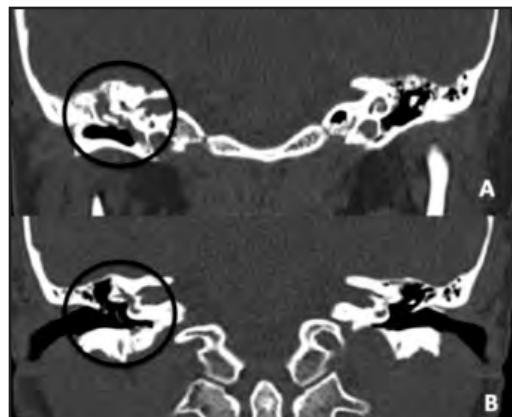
Caso 1: Tomografía computada de oídos preoperatoria (A) y a los 9 meses posoperatoria (B).
